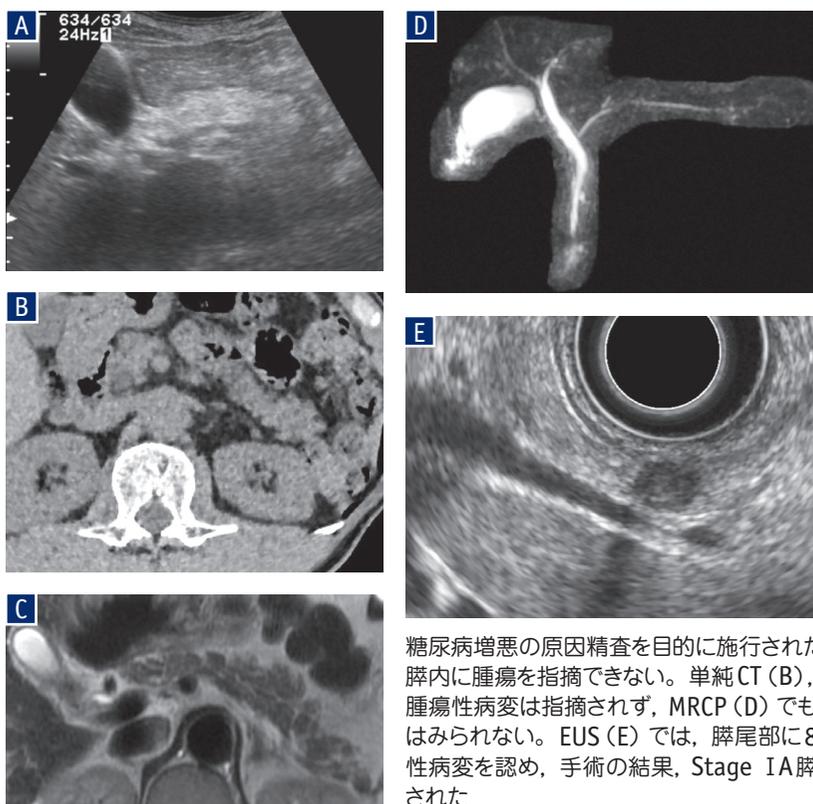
CT, MRIで描出されずEUSが病変の指摘に有用であったStage IA膵癌
